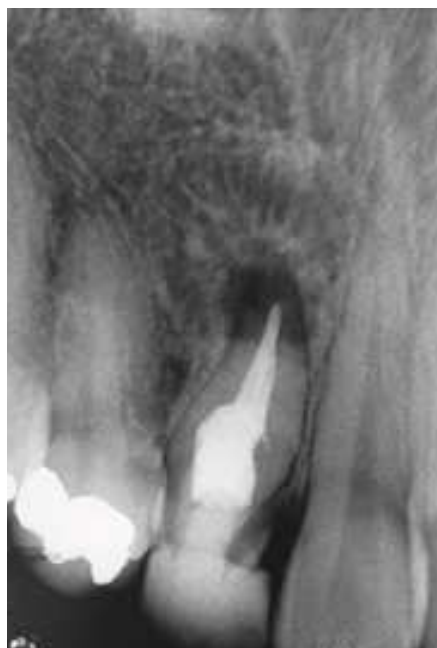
Radiographie rétro-alvéolaire du suivi à 20 mois, montrant une guérison de la lésion péri-apicale. [64]
